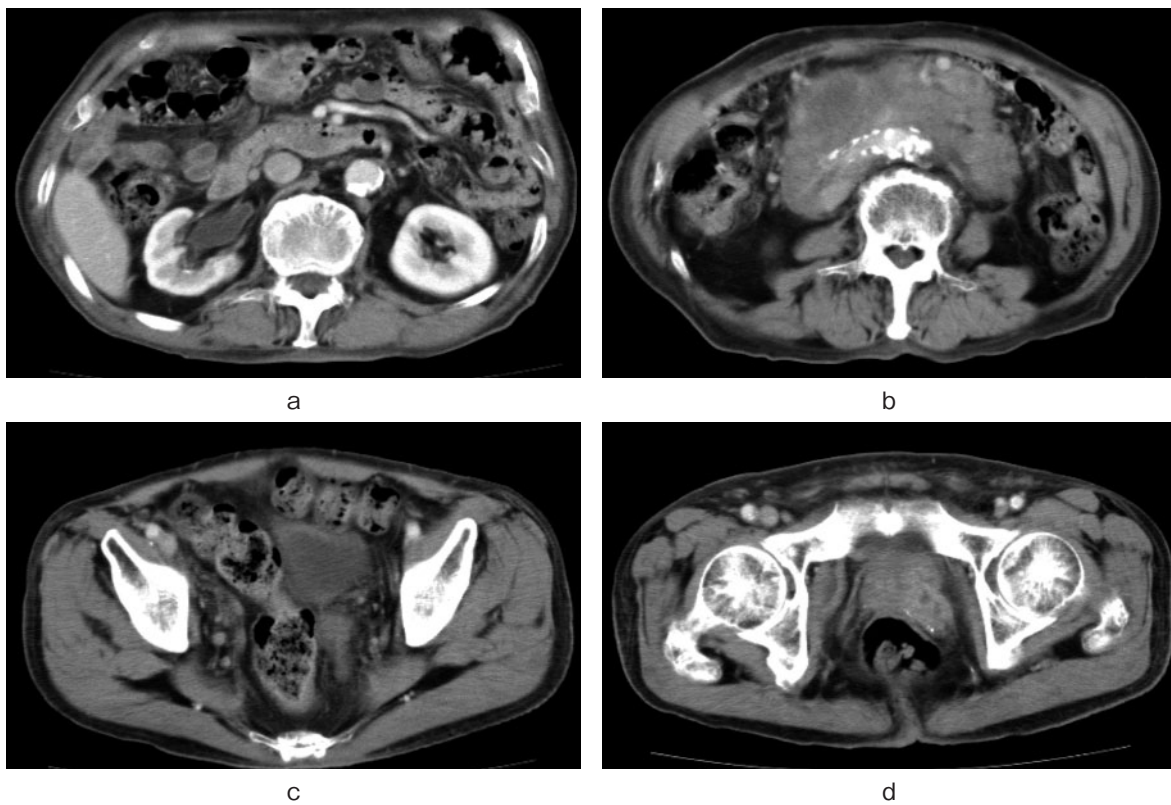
After complete antiandrogen therapy for 2 months, CT demonstrates abdominal tumor 15.2 cm in longest diameter (b) and also right hydronephrosis (a), pelvic node, (c) and prostate cancer and (d) shrink significantly.
